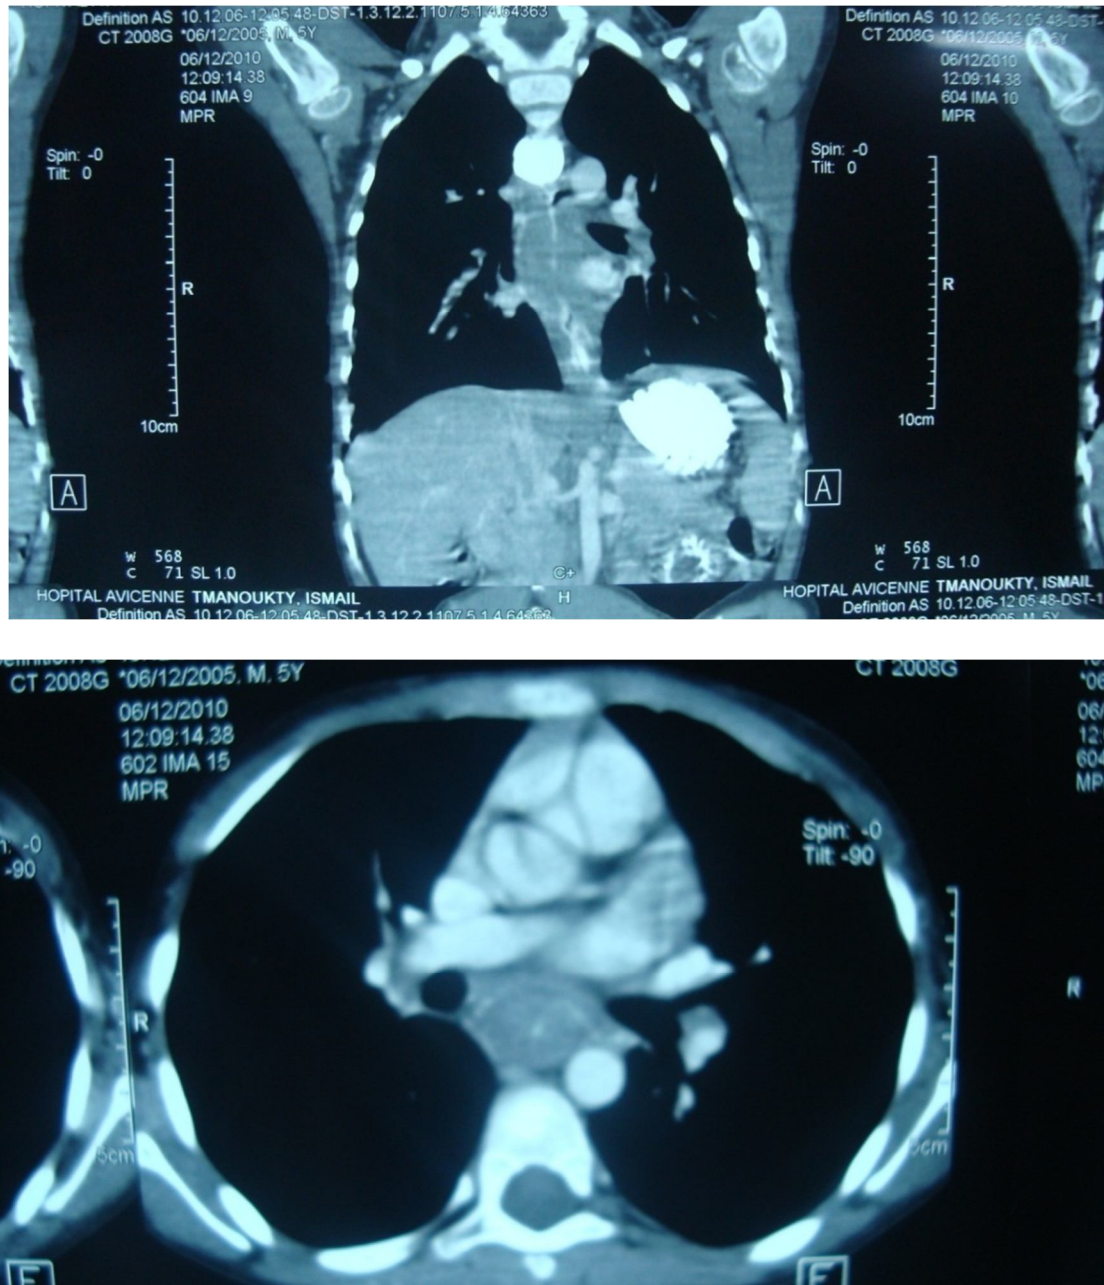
TDM thoracique : séquelles de médiastinite
